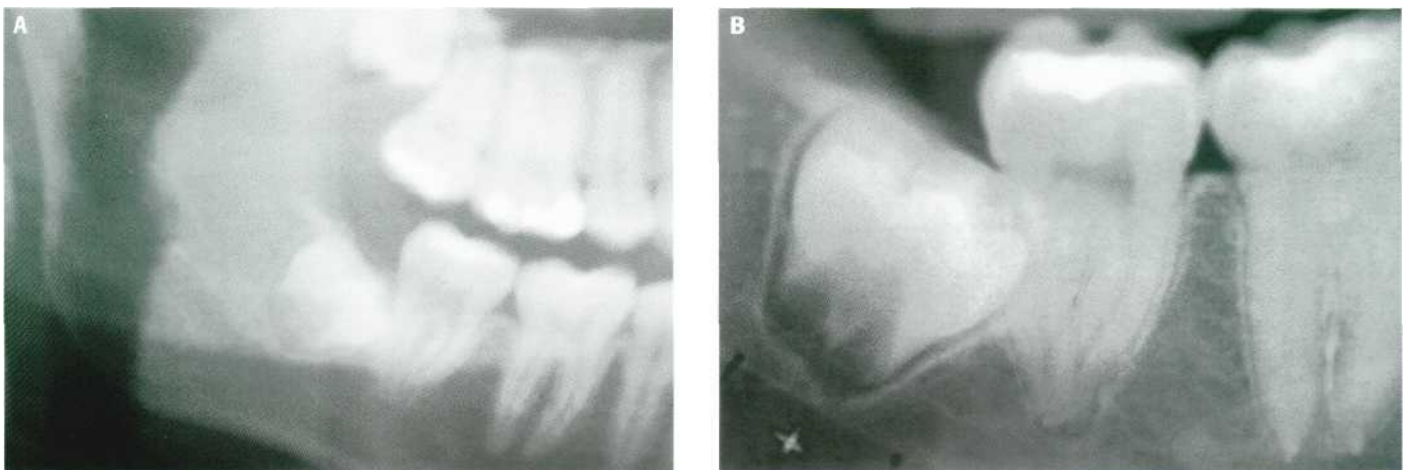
Germenectomía de los terceros molares. (A) Detalle de la ortopantomografía de un paciente de 16 años. (B) Radiografía periapical del 4.8.
